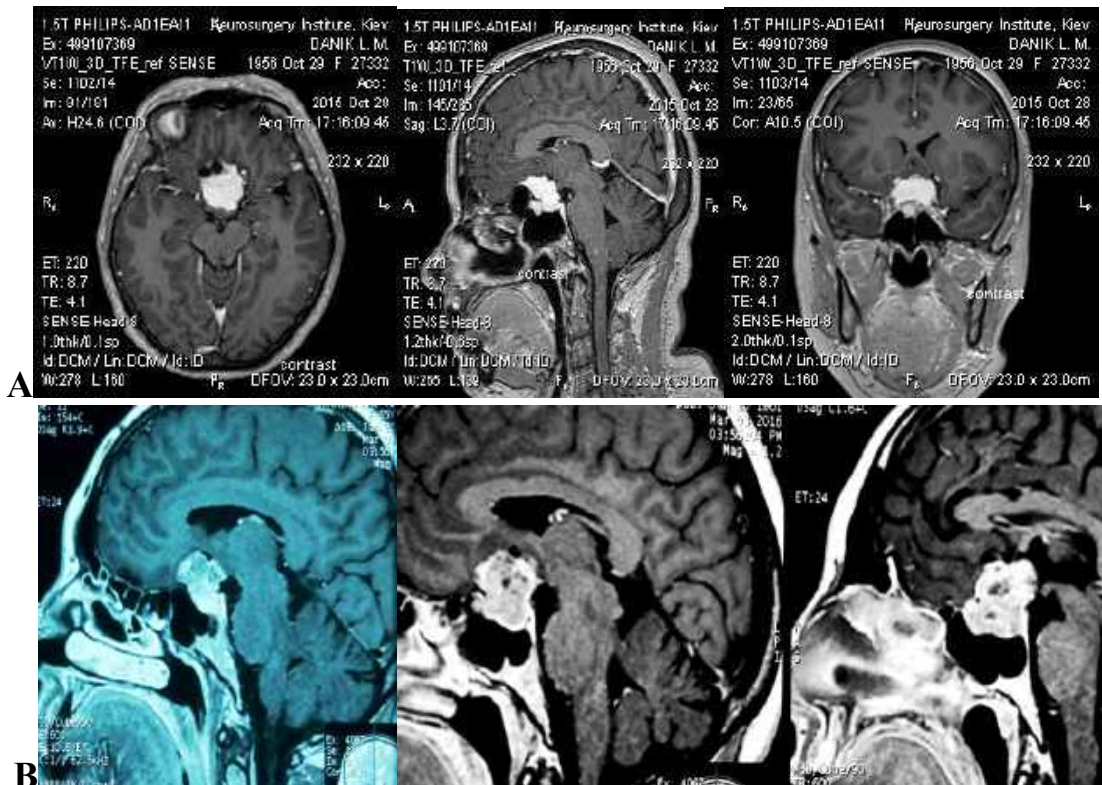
МРТ ГМ з контрастом: А — менінгіоми пагорбка та діафрагми ТС у жінки 59 років; В — ГНАГ у жінки 55 років, Пацієнтка Г-ка (спостереження №560, історія хвороби 156420).
